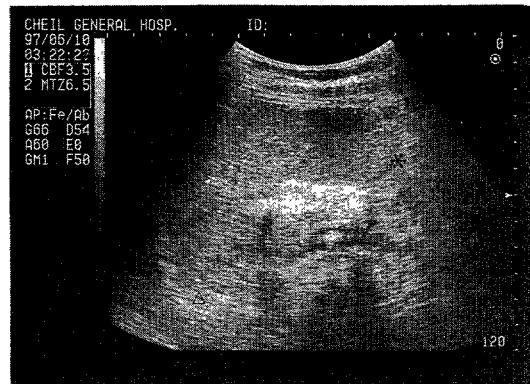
Breadth and height of the spleen on longitudinal scan of ultrasound.
